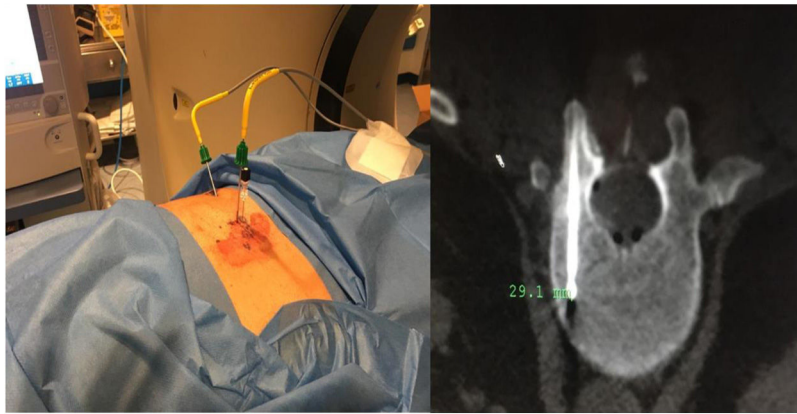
Técnica de crioblación guiada por TAC de TMF en hemicuerpo vertebral derecho de L1.
